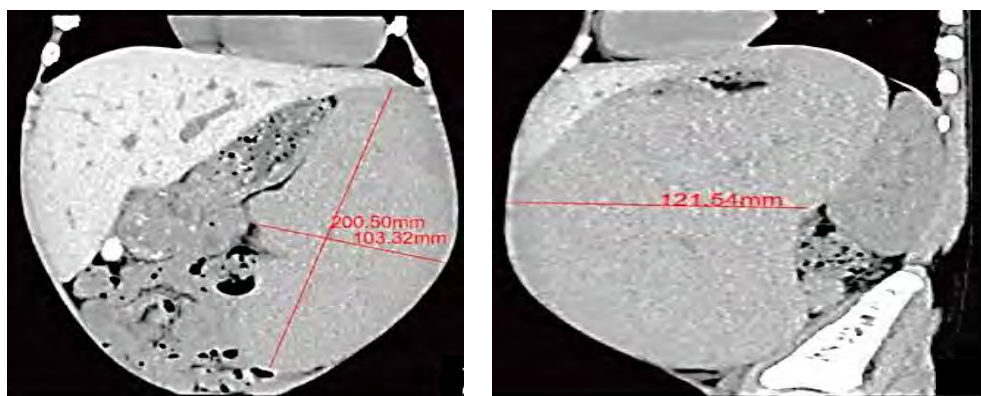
15-месячная девочка направлена на обследование с клиническими признаками массивной спленомегалии, тромбоцитопенией и анемией. Заключение – болезнь Гоше (Sheth J.J., 2011). КТ – массивная спленомегалия у ребёнка (Wang C., 2022)
